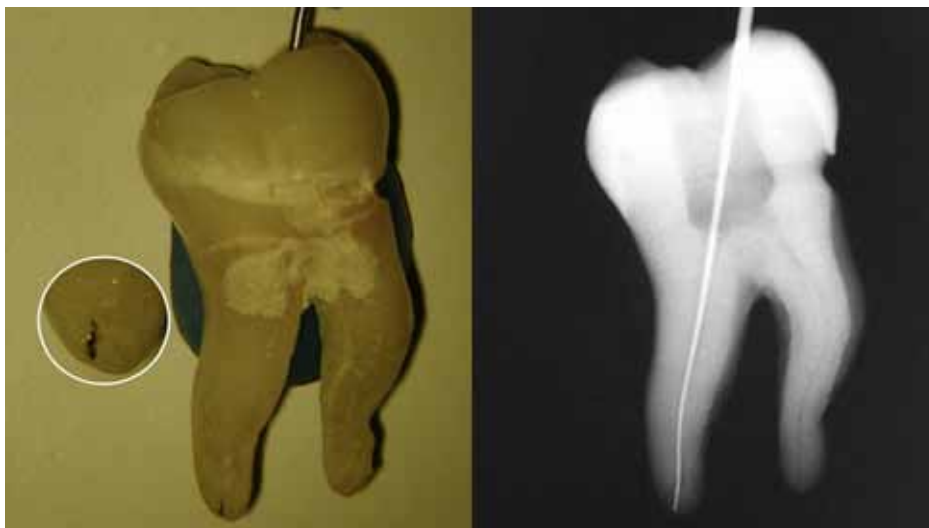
Picture and xray of a lower molar with an K-file beyond the foramen: the radiographic apex is not the foramen.
